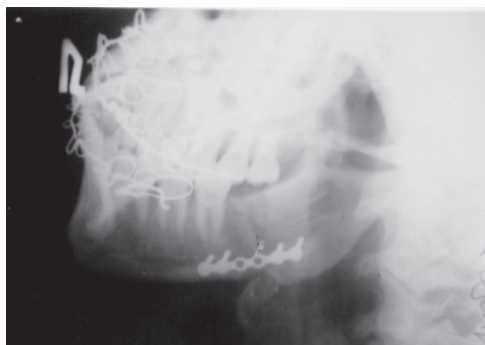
Левая боковая рентгенограмма нижней челюсти больного Ш. после остеосинтеза
